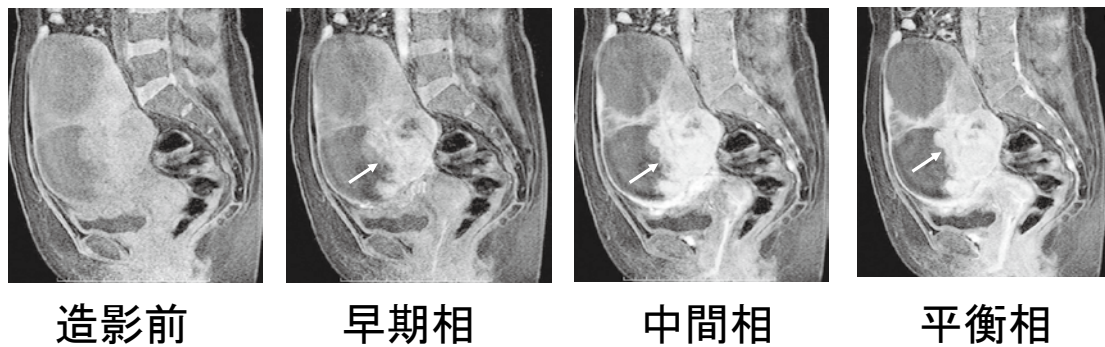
Endometrioid adenocarcinoma 症例のMRI dynamic contrast-enhanced study 画像
